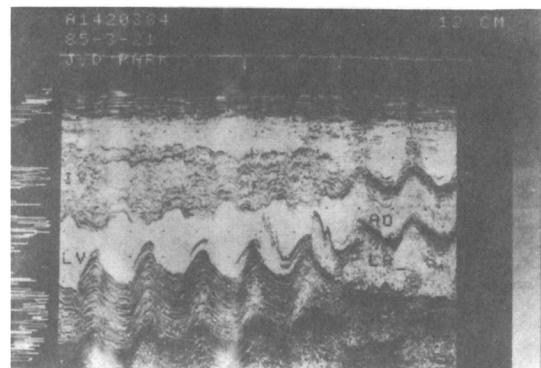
M-mode echocardiogram revealed the severe myocardial hypertrophy of interventricular septum and the posterior wall of left ventricle.
